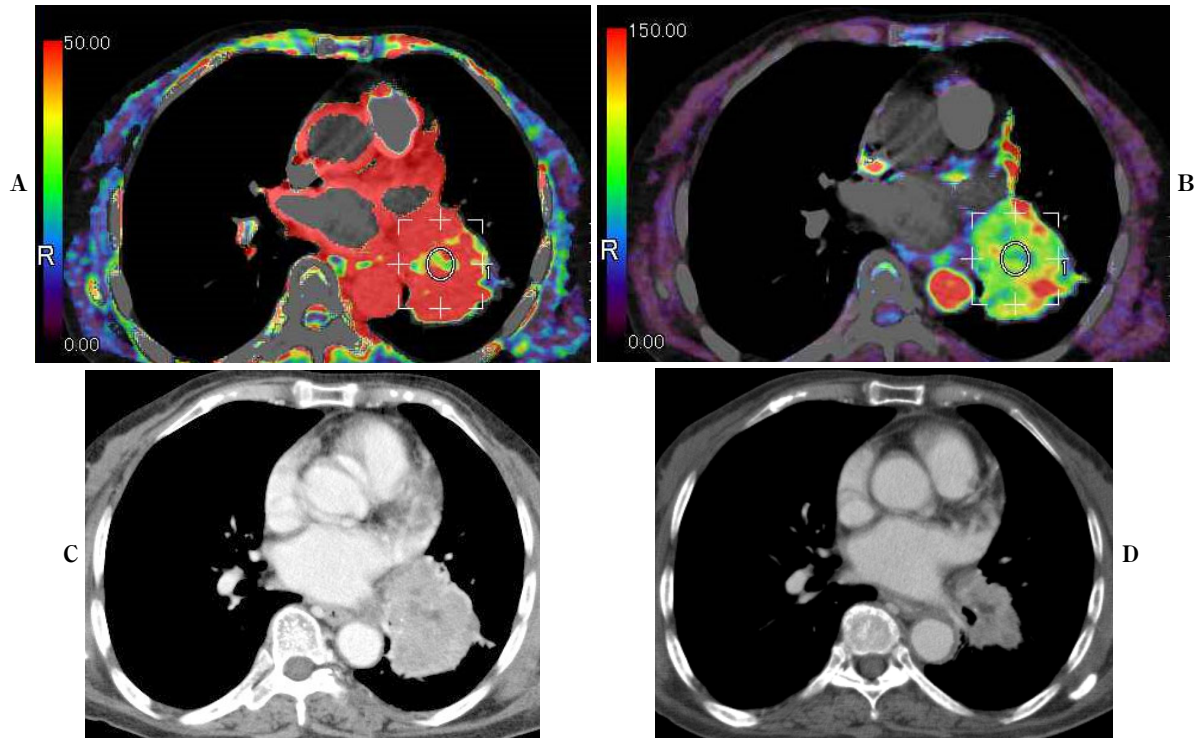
CT images from a 74-year-old woman with lung cancer (adenocarcinoma, T3N2M0, stage IIIB). She received carboplatin, pemetrexed, and bevacizumab, and partial response was achieved after 2 courses. (A) Pretreatment perfusion CT scans show slightly high pulmonary arterial perfusion (46.2 ml/min/100 ml) and (B) high bronchial arterial perfusion (83.2 ml/min/100 ml). (C, D) CT images obtained (C) before and (D) after 2 courses of chemotherapy demonstrate a marked decrease in tumor size (maximal diameter, 65 mm to 40 mm; tumor reduction ratio, 38%).
